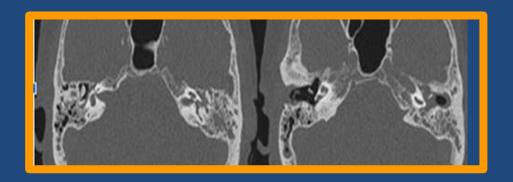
A-B. Tomografía de oídos reconstrucción axial: se observa Ocupación con densidad partes blandas de caja timpánica izquierda que engloba a la cadena osicular, observándose además ocupación del hipotímpano, epitímpano y antro mastoideo con velamiento de las celdillas mastoideas izquierdas
